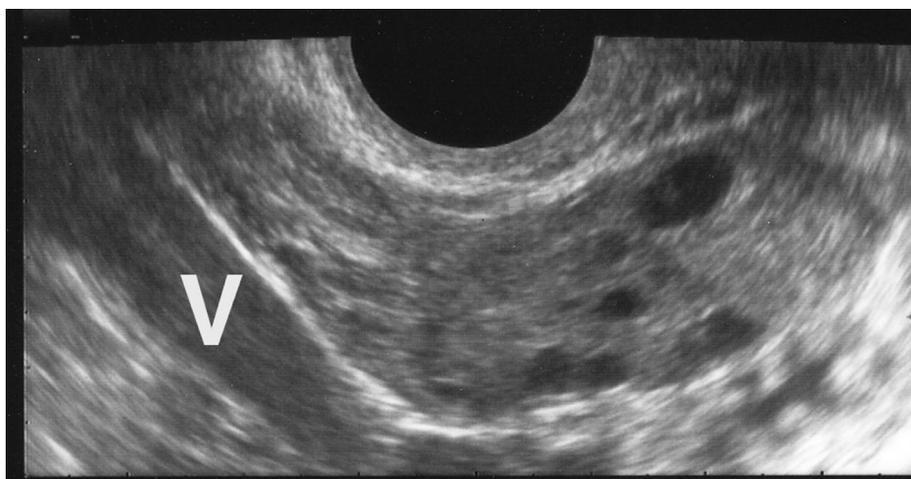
Aspect en échographie vaginale d'un ovaire droit de type micropolykystique. L'ovaire est identifié facilement par la présence de follicules et son rapport avec la veine hypogastrique (V). L'ovaire est de volume accru (51 x 24 x 31 mm ; volume 15,2 cm³) et présente plus de 12 follicules de moins de 10 mm, disposés surtout en périphérie d'un stroma ovarien abondant et hyperéchogène.
